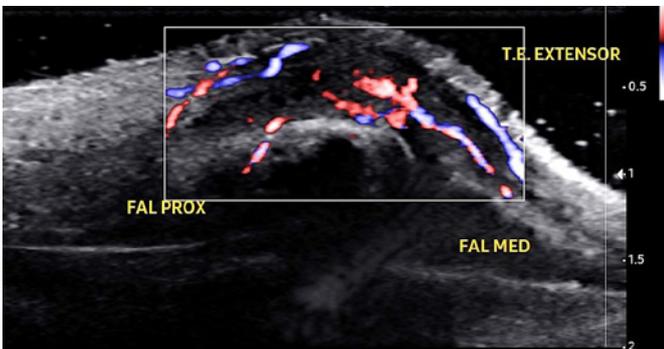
Doppler de potencia direccional mostrando hipervascularización del tendón.
